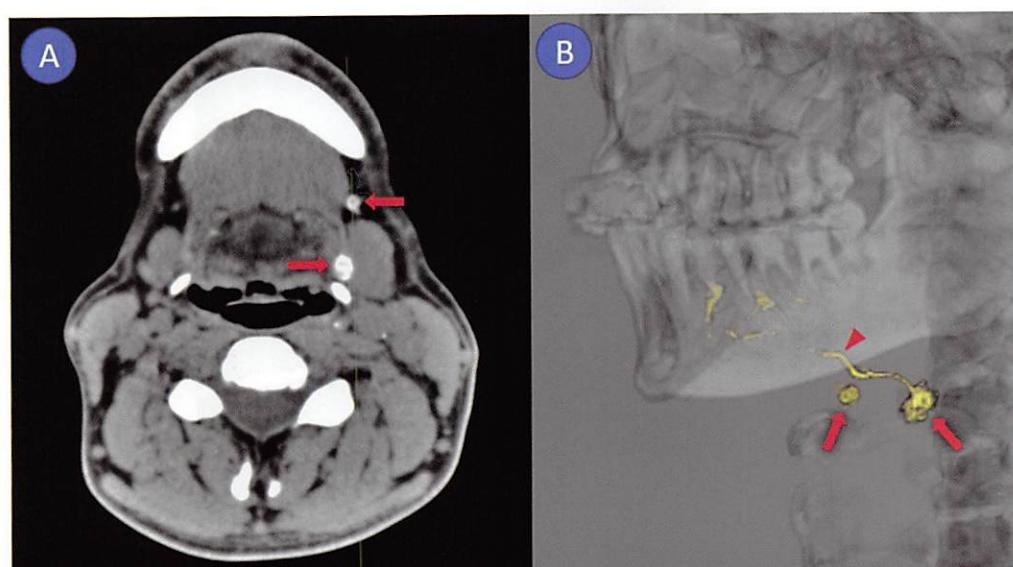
CT lymphography (参考文献8より引用)
